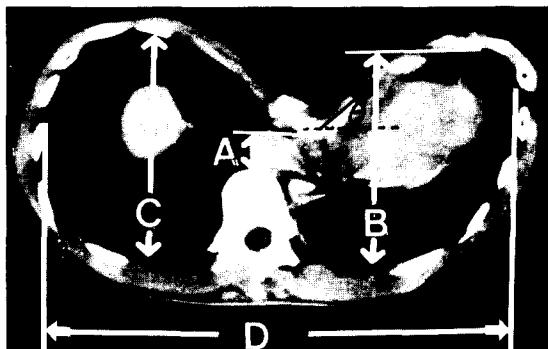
Measurement of the degree of depression, flatness and symmetry, funnel index and sternal angle on the CT in case 3. Depression degree = C / A, Symmetry degree = C / B, Flatness degree = A / B, Funnel index = D / A, Sternal angle = θ
